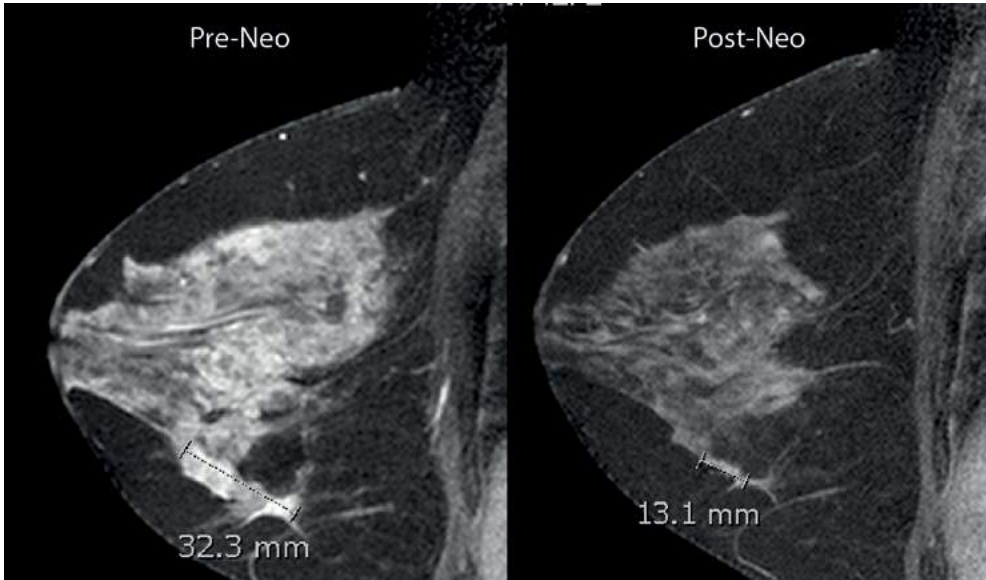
Imagen por resonancia magnética de una paciente de 51 años con cáncer de mama antes y después de su respuesta (respuesta parcial) a la quimioterapia neoadyuvante. Imágenes cortesía de la Dra Liliana Hernández, departamento radiología Clínica Las Américas, Medellín, Colombia
